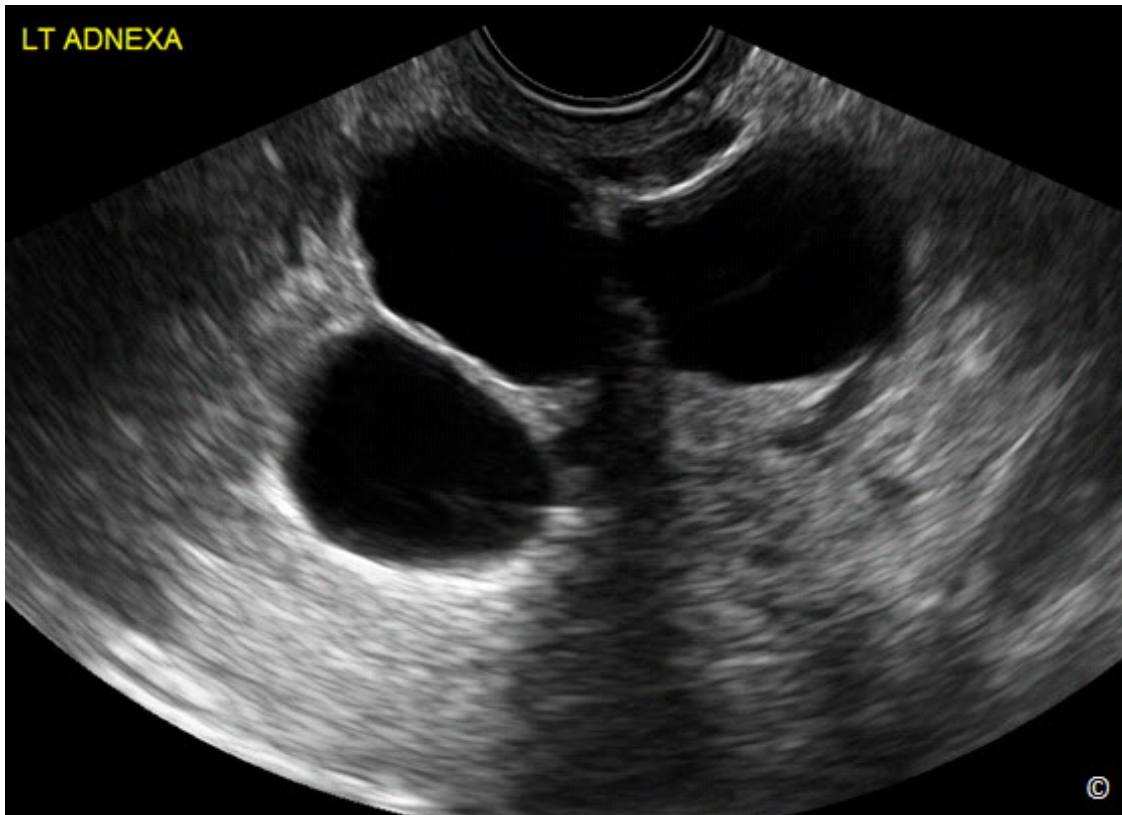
Ultrasonido transvaginal de un hidrosálpinx. Obsérvese la presencia de una estructura tubular con paredes finas y múltiples septos.
